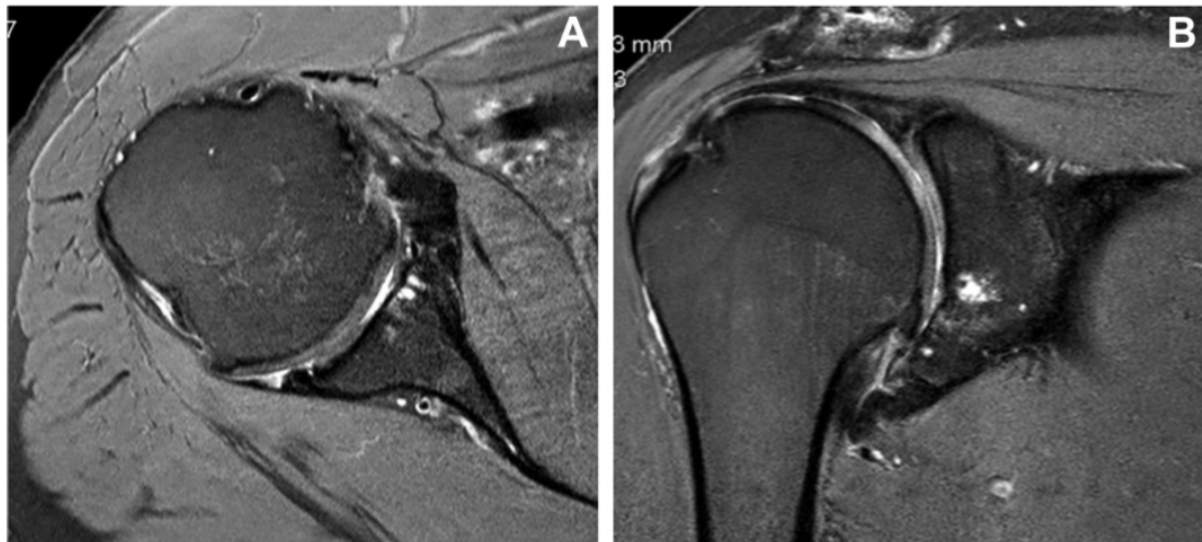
(A) Axiale und (B) parakoronare postoperative MRT-Bildgebung von einem 63-jährigen Patienten 5 Jahre nach arthroskopischer Refixation einer ossären Bankart-Läsion. Es zeigt sich ein typischer kompletter Knorpeldefekt und in der koronaren Aufnahme ein typischer inferiorer Humeruskopffosteophyt [86]. © 2015 Arthroscopy Association of North America
